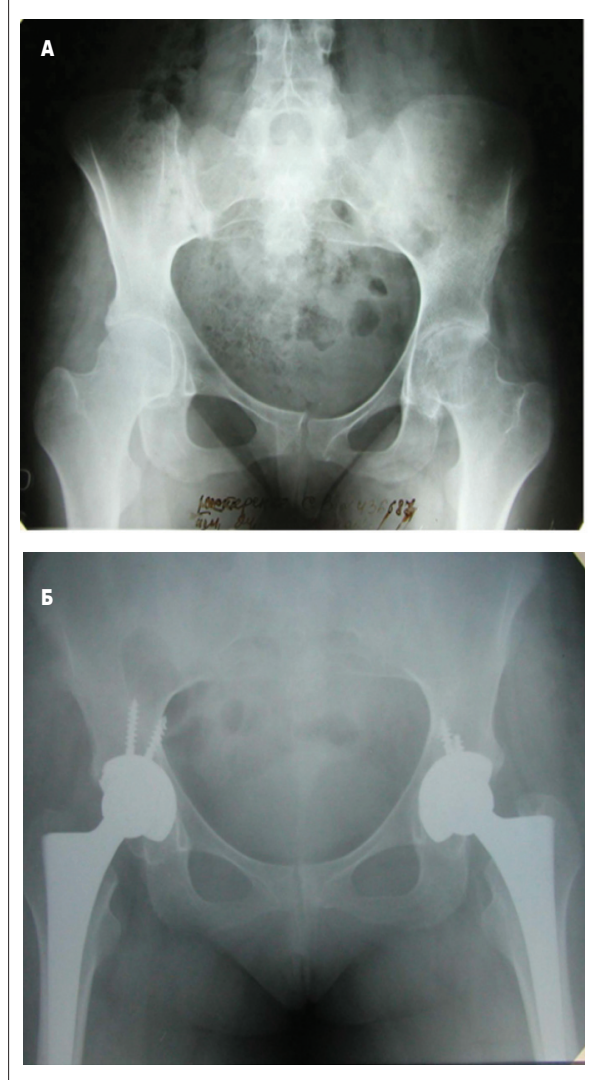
А – рентгенограмма тазобедренных суставов у больного анкилозирующим спондилитом до оперативного лечения; Б – после эндопротезирования обоих тазобедренных суставов
